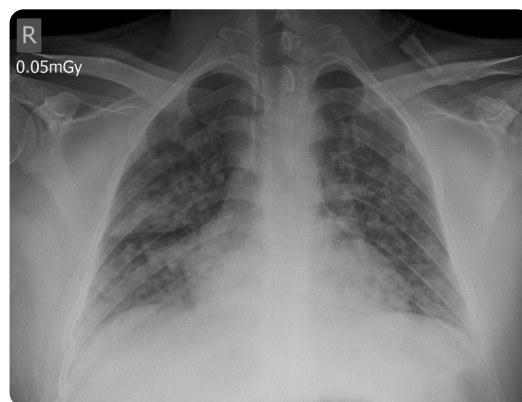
Radiografía de tórax inicial. Opacidades de ocupación alveolar, no confluentes, que comprometen ambos campos pulmonares.
